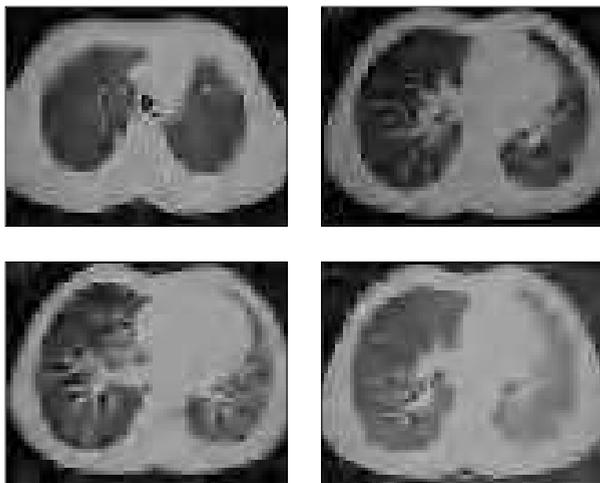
Imágenes consecutivas de TC torácica, con ventana de parénquima, que muestran la disminución de tamaño del lóbulo pulmonar inferior izquierdo, con disminución del número y tamaño de los vasos pulmonares.
